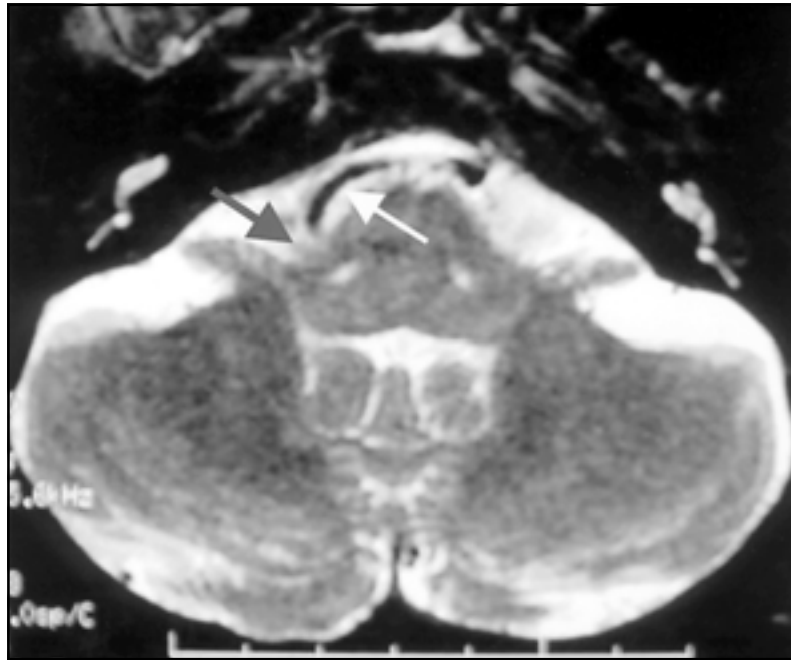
Na sequência T2 da RM de encéfalo, observa-se na transição bulbo-pontina o trajeto horizontalizado da artéria vertebral direita (seta branca) e sua proximidade com a emergência do VII nervo à direita (seta cinza).
